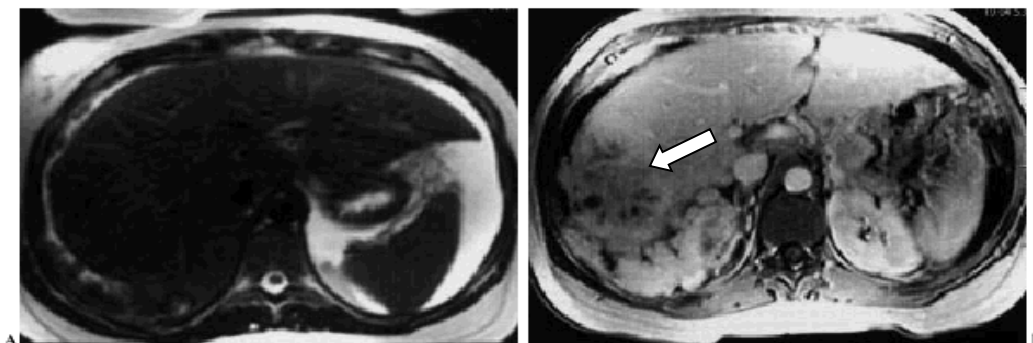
Hepatocarcinoma Fibrolamelar – A) Imagem de RM ponderada em T2: Lesão com baixa intensidade de sinal, ligeiramente hiperintensa no parênquima hepático, com múltiplos septos fibrosos hipointensos dispostos radialmente. B) RM com gadolínio: Intenso realce na periferia do tumor com ausência de captação na cicatriz central. (BERGER C et al 2012)
